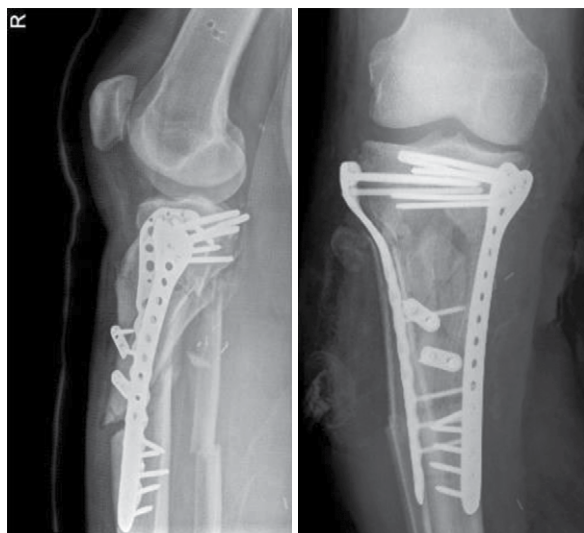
Departmental X-rays 14 days after fixation with dual medial and anterolateral plate. Interfragmentary one-third tubular plates with unicortical screws had been used to aid reduction
